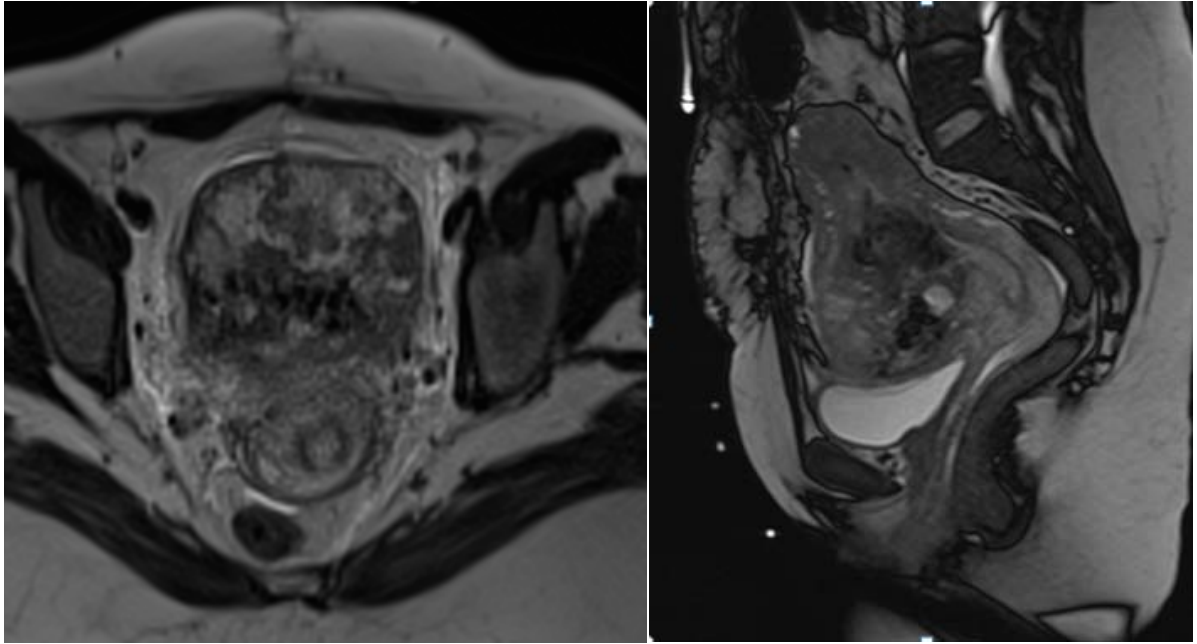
IRM de contrôle en post embolisation ;Séquence T2 TRUFFI :exclusion subtotale de la vascularisation placentaire avec signes de nécrose (service de radiologie CHU med VI marrakech)
